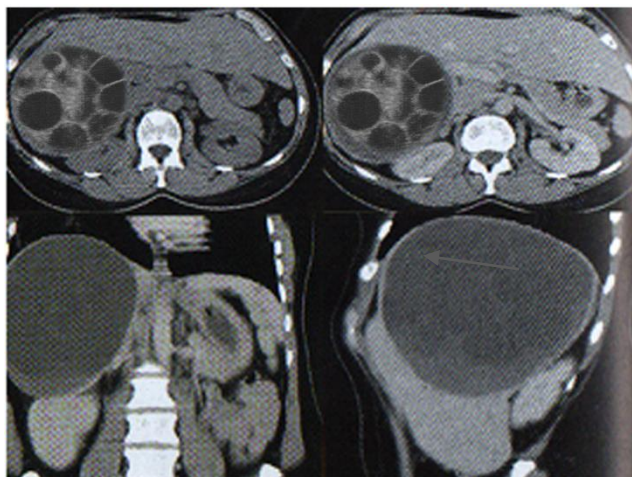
КТ. В правой доле печени имеется кистозное образование, в структуре которой прослеживаются множественные дочерние пузыри с неоднородным содержимым
